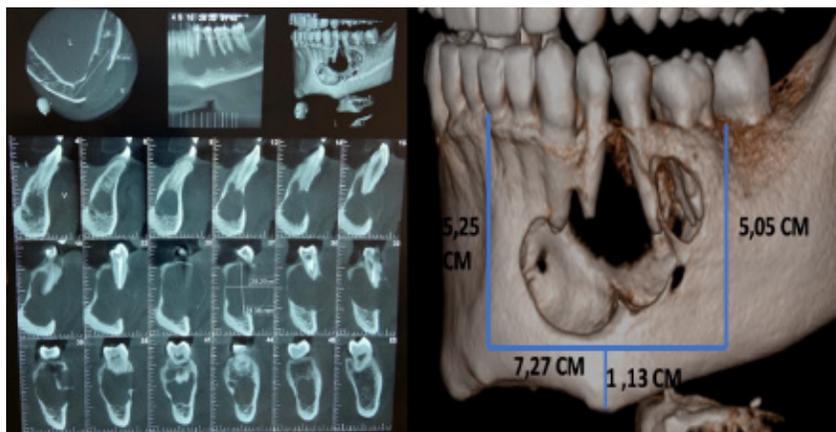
Tomografía computarizada Cone Beam de mandíbula. Se observa una lesión hipointensa en la hemiarcada inferior izquierda y sus dimensiones
